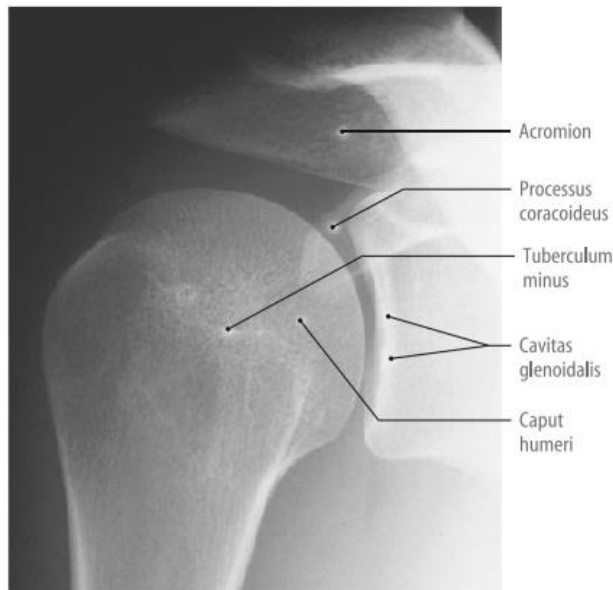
Röntgenbild des rechten Schultergelenks (40)
